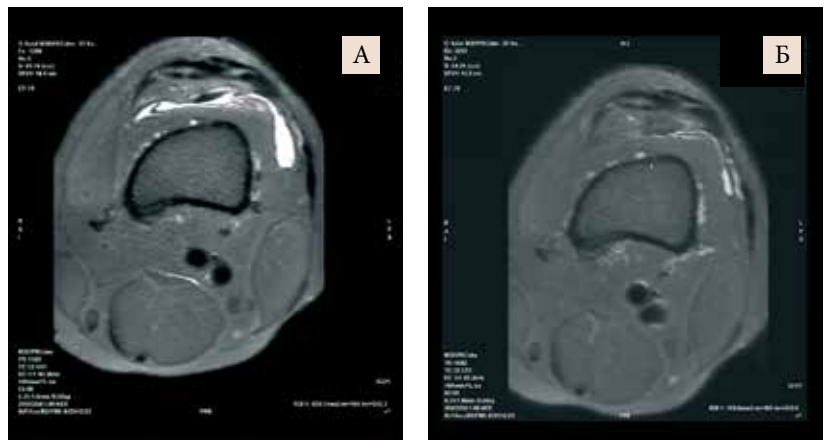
Площадь синовита левого коленного сустава у пациентки Д. по данным МРТ исходно (А – 8,1 см²) и через шесть месяцев приема Артнево (Б – 1,5 см²)
